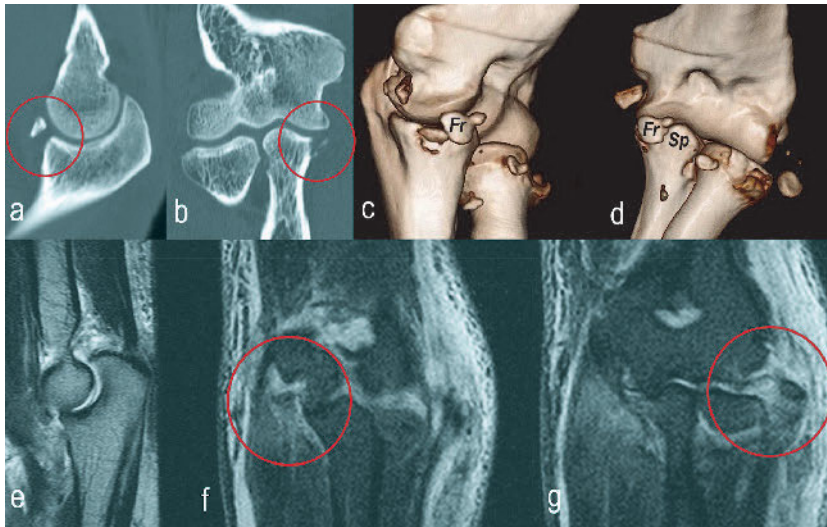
g a–d) Coronoidfraktur (Fr) der anteromedialen Facette mit erhaltener Coronoidspitze (Sp). e–g) Kernspintomografisch zeigt sich gleichzeitig e) eine posteromediale Subluxationsstellung mit aufreitendem Coronoid im Humeroulnargelenk; f) eine Ruptur des MCLs sowie g) eine Ruptur des LUCLs .
